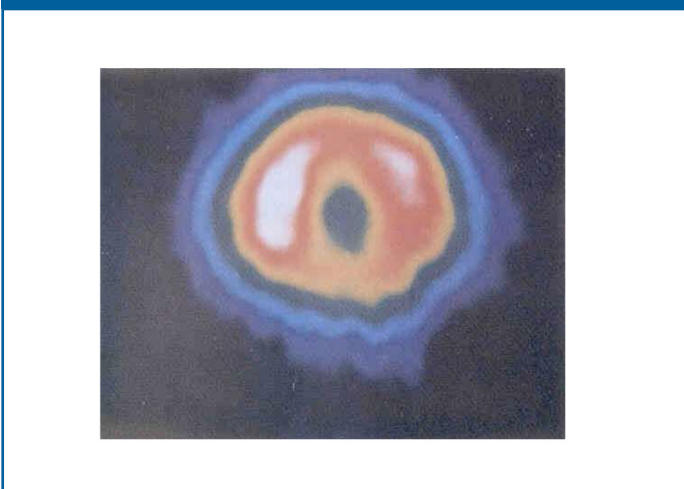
Mapa polar PET del ventrículo izquierdo
